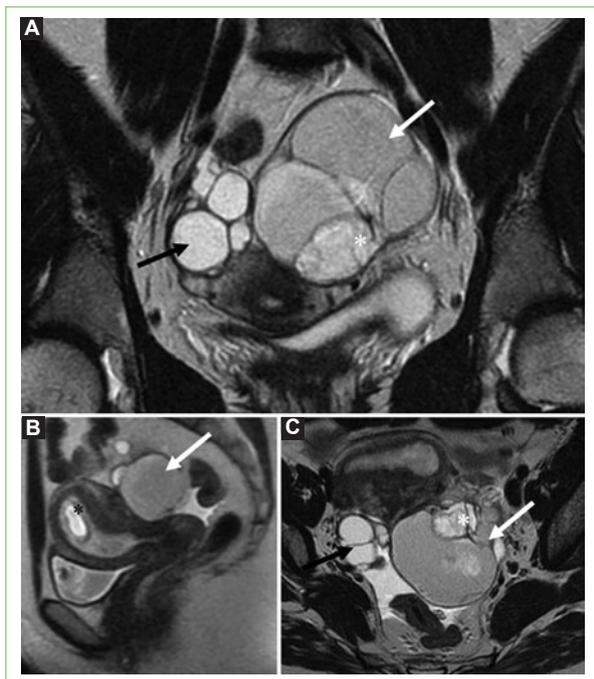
A: resonancia magnética sin contraste en secuencia T1 en corte coronal, B: sagital y C: axial. Lesión anexial izquierda de $63 \times 74 \times 65$ mm (flecha blanca) de contorno irregular, multilocular, quística, con presencia de septos completos y áreas intraquísticas agrupadas en forma de microvesículas, con contenido de señal hiperintensa en T1 por presencia de material proteináceo. Presencia de componente sólido en forma de múltiples proyecciones papilares en la superficie interna de la lesión, la mayor de ellas de 39 mm (asterisco blanco). Ovario derecho de $39 \times 25 \times 21$ mm (flecha negra) con lesiones quísticas uniloculares simples de 13 y 14 mm, y cuerpo lúteo con contenido hemorrágico de 10 mm. Pequeña cantidad de líquido libre en el fondo de saco de Douglas. Saco gestacional intraútero acorde a 7 semanas (asterisco negro).
